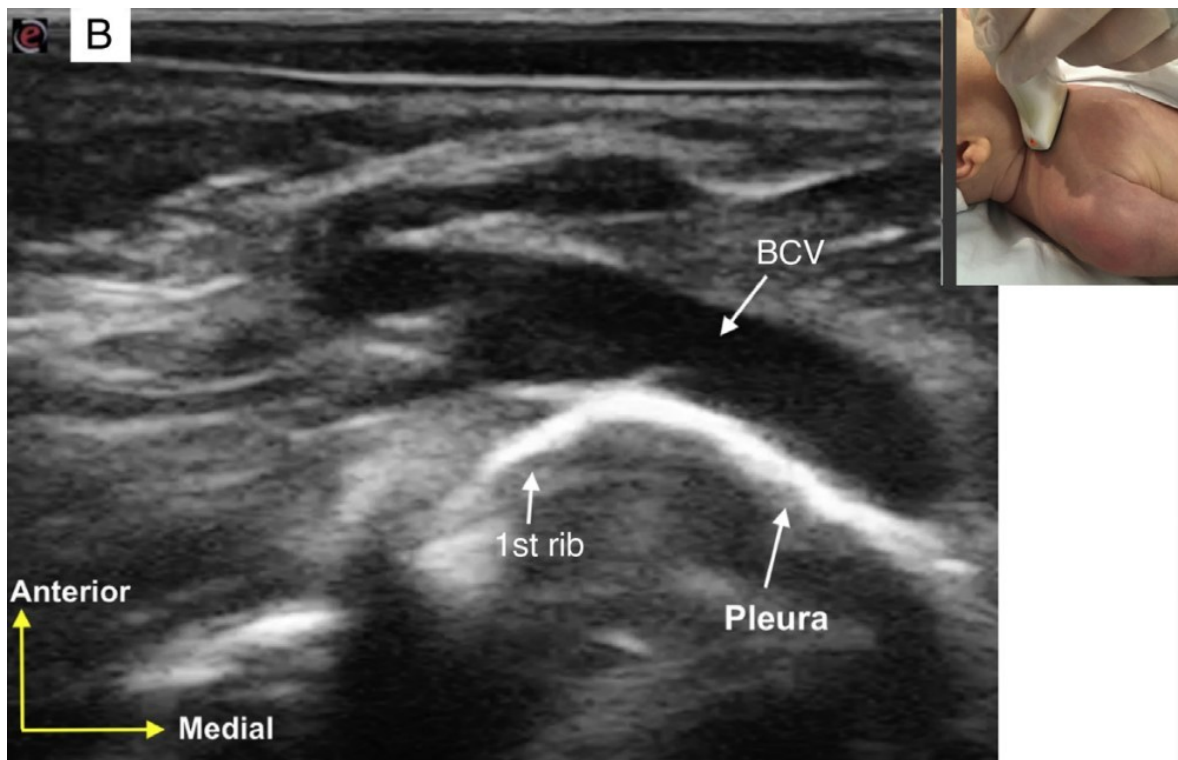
Supraclaviculäre sonografische Darstellung der Vena brachiocephalica dext. (BCV) und der umliegenden Strukturen (Acosta C.M., Tusman G. Rev Esp Anesthesiol Reanim Engl Ed. 1. Dezember 2021;68(10):584–91.)
